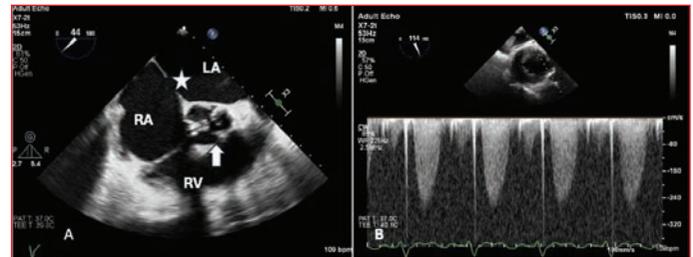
1A: Transesophageal echocardiography (TEE), Mid-esophageal short axis view showed defect in interatrial septum (star) and calcified aortic valve (arrow). LA: Left atrium, RA: Right atrium, RV: Right ventricle. 1B: Trans gastric view, the aortic valve area with continuity equation was 0.9 cm² with gradient of 22/17 mmHg.
